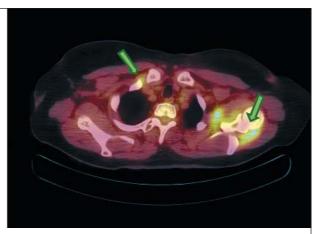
Позитронно-эмиссионная томография с фтордезоксиглюкозой, меченной F18, совмещенная с компьютерной томографией, позвоночника и плечевых суставов.
